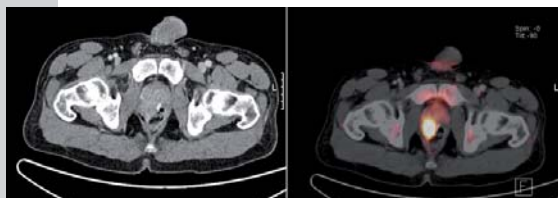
FDG-PET-CT vor Radiochemotherapie: pathologische Raumforderung im Bereich der rechten Rektumwand in Höhe der Anastomose. Hoher FDG-uptake in der PET in diesem Bereich.
